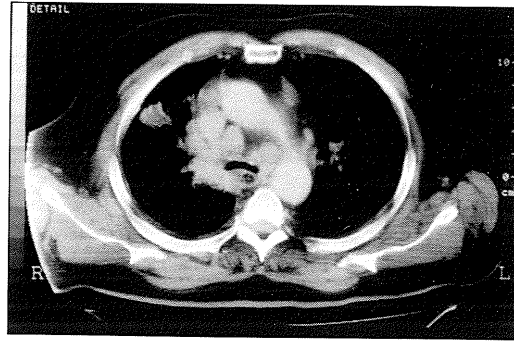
Axial image from a CT scan of the thorax, demonstrating a 2 cm enhancing mass in the superior lobe of the right lung. Mediastinal lymph node enlargement can also be seen.
